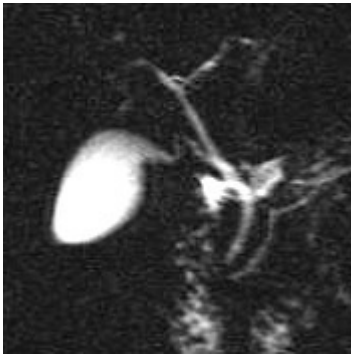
Магнитнорезонансная томограмма желчевыводящих протоков в норме.
